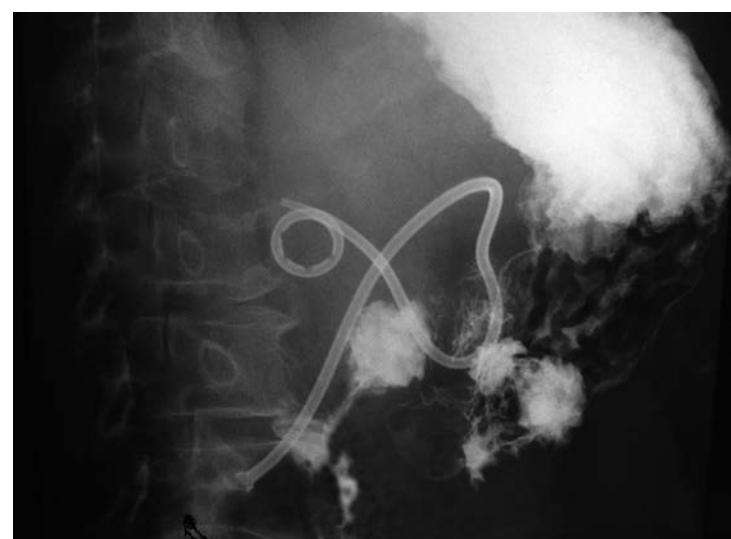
Рентгеноскопия желудка с контрастированием. Большая часть контраста сохраняется в желудке через 6 часов от начала исследования. Выраженная деформация и суб-, декомпенсированный стеноз пилоробульбарной зоны
